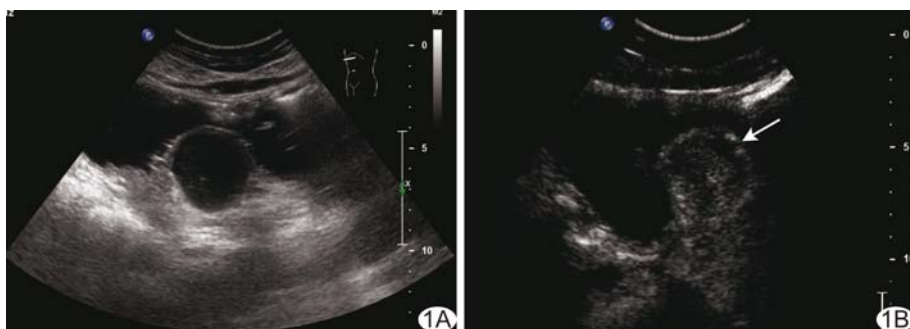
胃间质瘤 A. 二维超声显示肿瘤处胃壁层次结构清晰, 肿瘤位于固有肌层; B. CEUS 显示肿瘤表面可见光滑、连续完整的环状增强, 为“蛋壳征”(箭)
